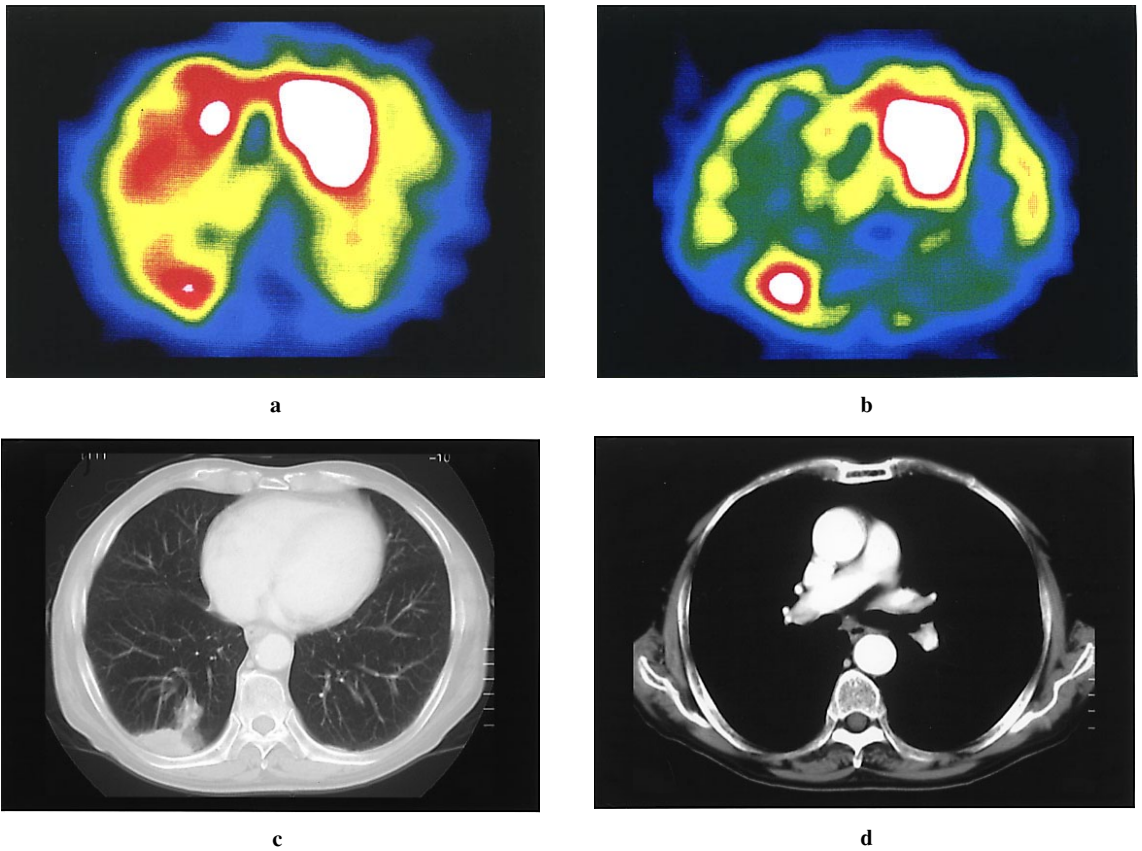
The chest CT and SPECT images of a 79-year-old man with lung moderately differentiated adenocarcinoma and pathological lymph nodes metastasis represent a typical case in N0 case of the chest CT. (a) ^{201}Tl SPECT early image shows abnormal accumulation in right lower lobe. The value of ER was 1.8. (b) ^{201}Tl SPECT delayed image shows abnormal accumulation in right lower lobe. The value of ER was 3.0. The retention index is 67% for ^{201}Tl chloride, that is higher than the optimal cut-off value of 35%. (c) The chest CT shows a mass of 30 mm in the right lower lobe with no lymph node metastasis larger than 1.0 cm. The chest CT was diagnosed as T2N0M0. (d) After operation, pathological lymph node metastasis was examined in #7 that less than 1.0 cm in the chest CT. Post operative diagnosis was pT2N2M0.
